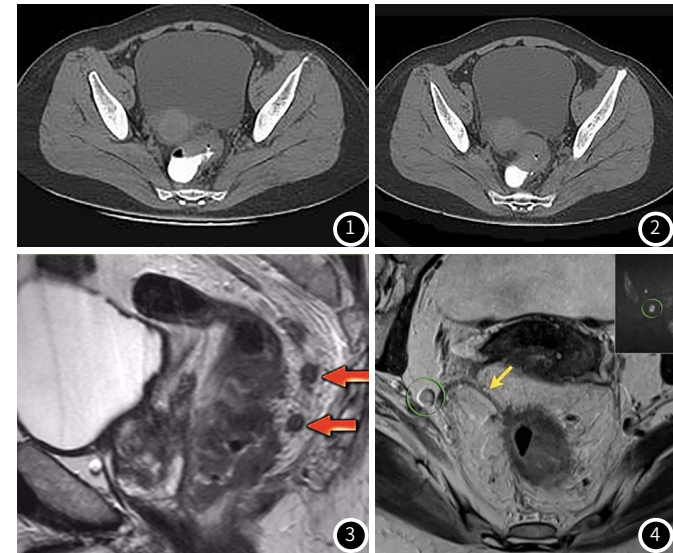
CT扫描检查结果。图2 CT扫描检查结果。图3 MRI检查结果 箭头所指直肠结节。图4 MRI检查结果 箭头所指结肠结节。
